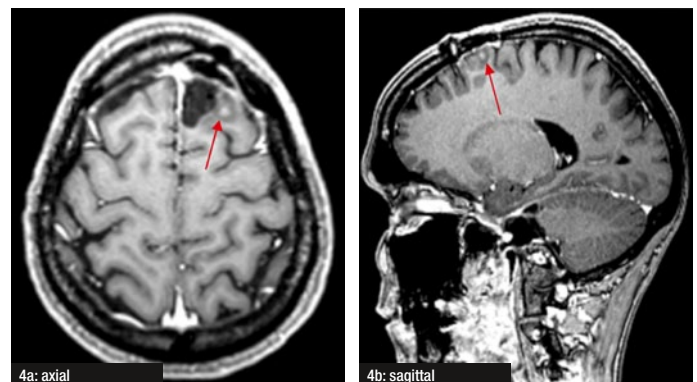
a,b: MRT des Hirnschädels, T1-Sequenz, nach i.v.KM-Gabe (am 23.02.2014)
